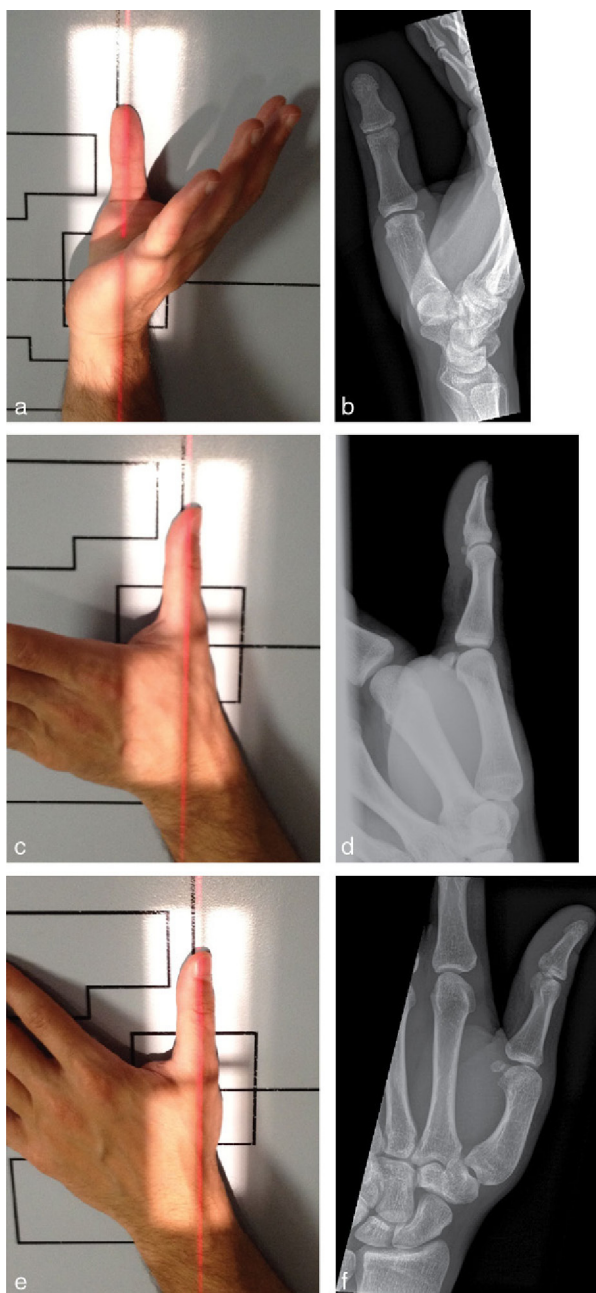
Radiographie du pouce.
